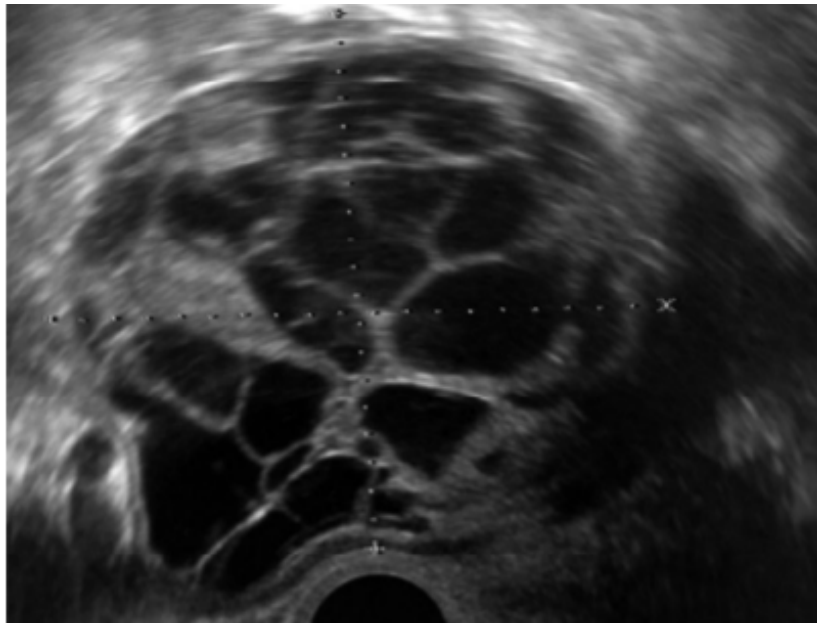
Image échographique d'une TGO stade la chez une femme agée de 71 ans asymptomatique, on note une masse multiloculaire solide avec un grand nombre de petits lobules [79].
